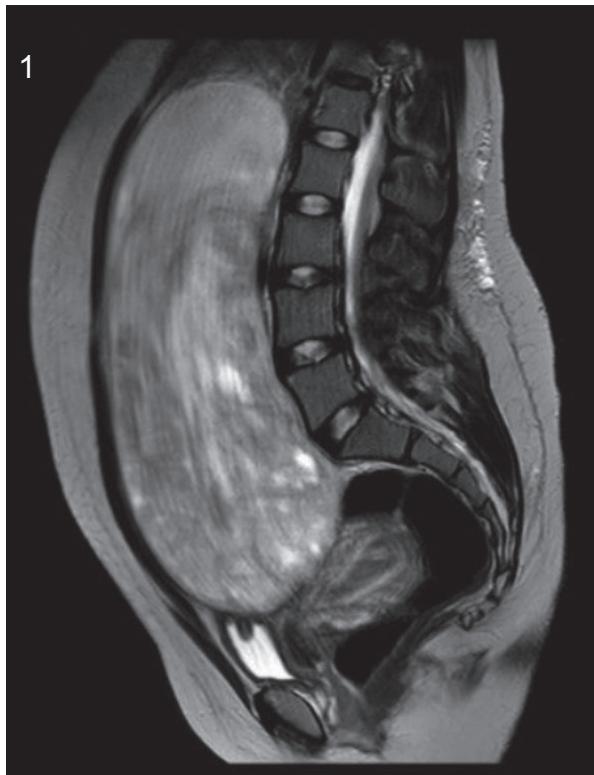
Resonancia magnética plano sagital (1), plano transversal (2) plano coronal (3) donde se evidencia imagen ovoidea dependiente de anexo derecho, circunscrita, heterogénea por zonas de mayor y menor densidad, con medidas de 196.8 x 172.3 x 96.5 mm
